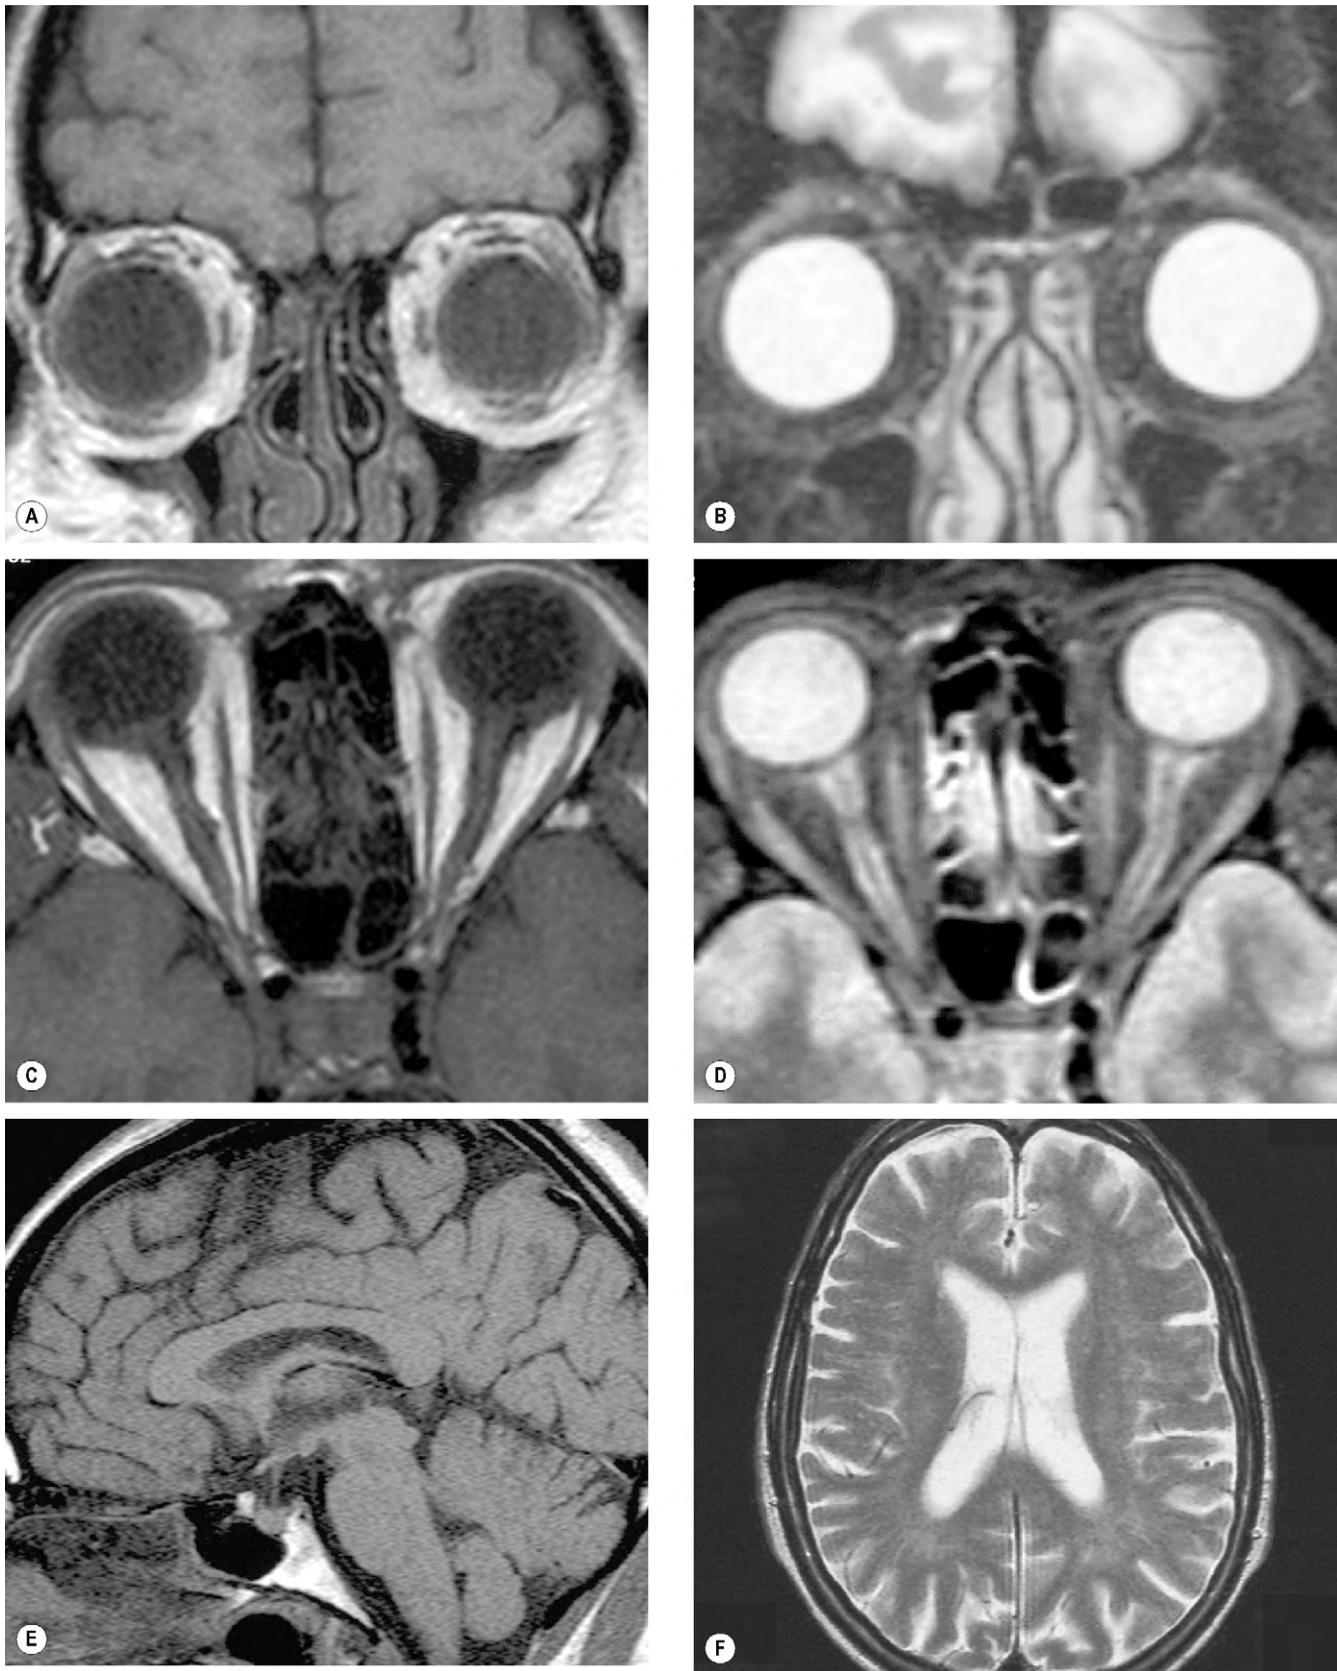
Imágenes de RM. (A) Imagen coronal potenciada en T1 del globo en la que el vítreo es hipointenso (oscuro) y la grasa orbitaria, hiperintensa (brillante); (B) imagen potenciada en T2 en la que el vítreo es hiperintenso y la grasa orbitaria, hipointensa; (C) imagen axial potenciada en T1 de los globos y los nervios ópticos en la que el vítreo y el LCR alrededor de los nervios ópticos son hipointensos y la grasa orbitaria, hiperintensa; (D) imagen axial potenciada en T2 en la que el vítreo y el LCR son hiperintensos; (E) imagen sagital de la línea media potenciada en T1 del cerebro en la que el LCR del tercer ventrículo es hipointenso; (F) imagen axial potenciada en T2 del cerebro en la que el LCR en los ventrículos laterales es hiperintenso.
